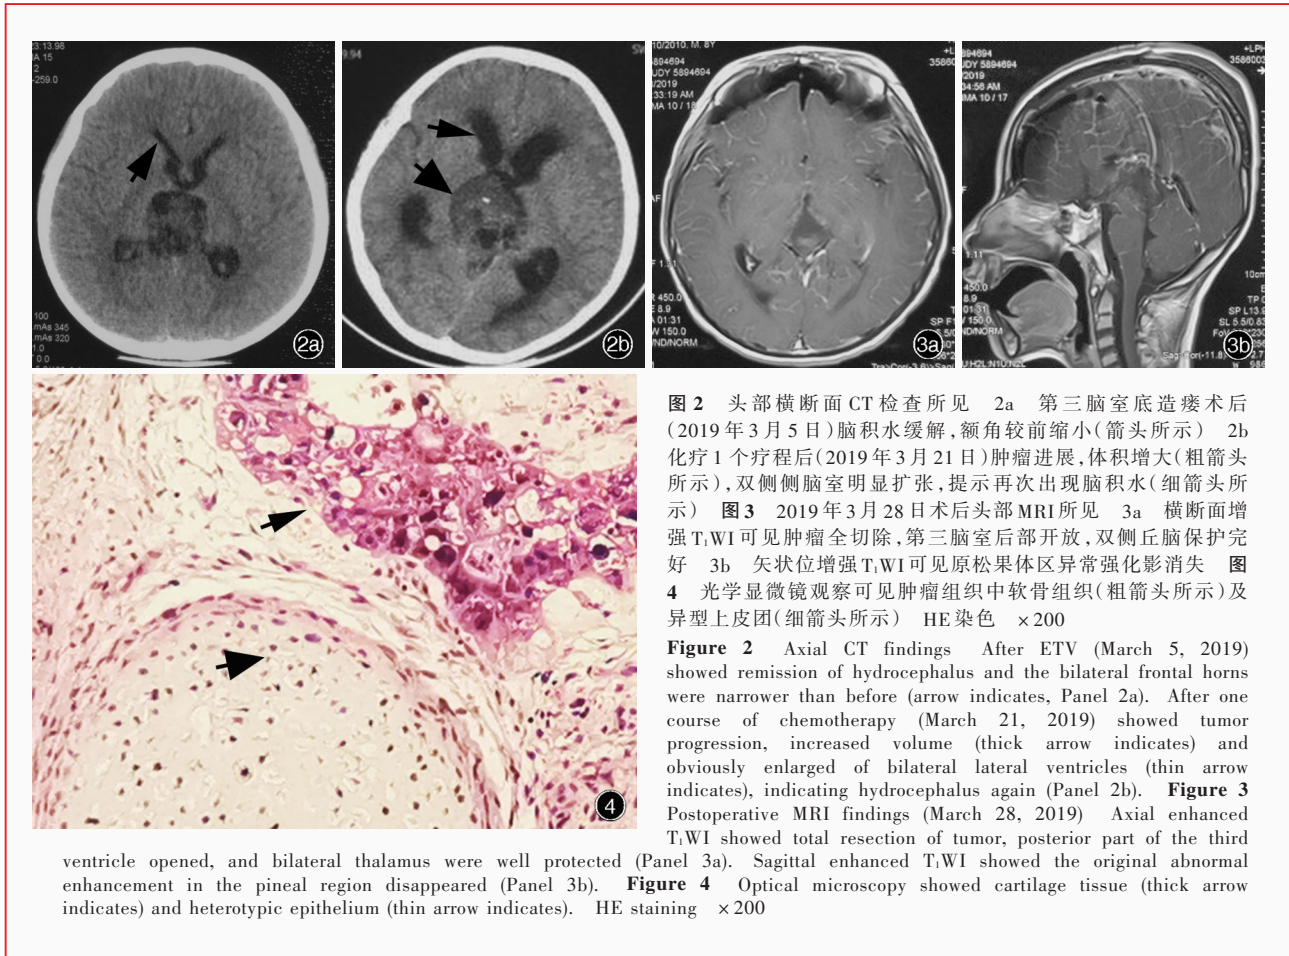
头部横断面 CT 检查所见 2a 第三脑室底造瘘术后 (2019 年 3 月 5 日) 脑积水缓解, 额角较前缩小 (箭头所示) 2b 化疗 1 个疗程后 (2019 年 3 月 21 日) 肿瘤进展, 体积增大 (粗箭头所示), 双侧侧脑室明显扩张, 提示再次出现脑积水 (细箭头所示) 图 3 2019 年 3 月 28 日术后头部 MRI 所见 3a 横断面增强 T₁WI 可见肿瘤全切除, 第三脑室后部开放, 双侧丘脑保护完好 3b 矢状位增强 T₁WI 可见原松果体区异常强化影消失 图 4 光学显微镜观察可见肿瘤组织中软骨组织 (粗箭头所示) 及异型上皮团 (细箭头所示) HE 染色 ×200
